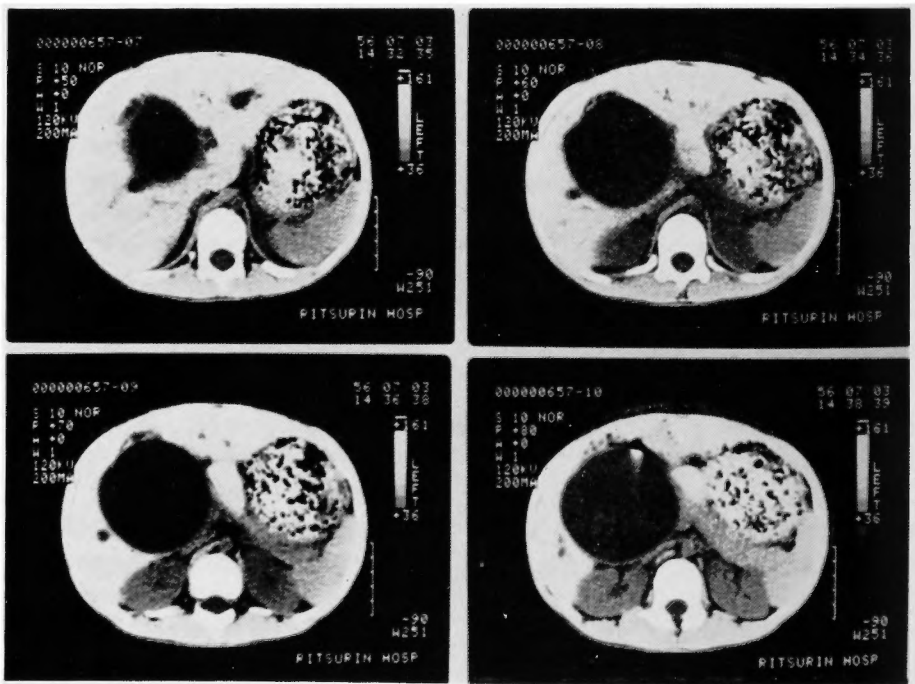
症例22の CT 像—嚢腫型拡張が描出されている
